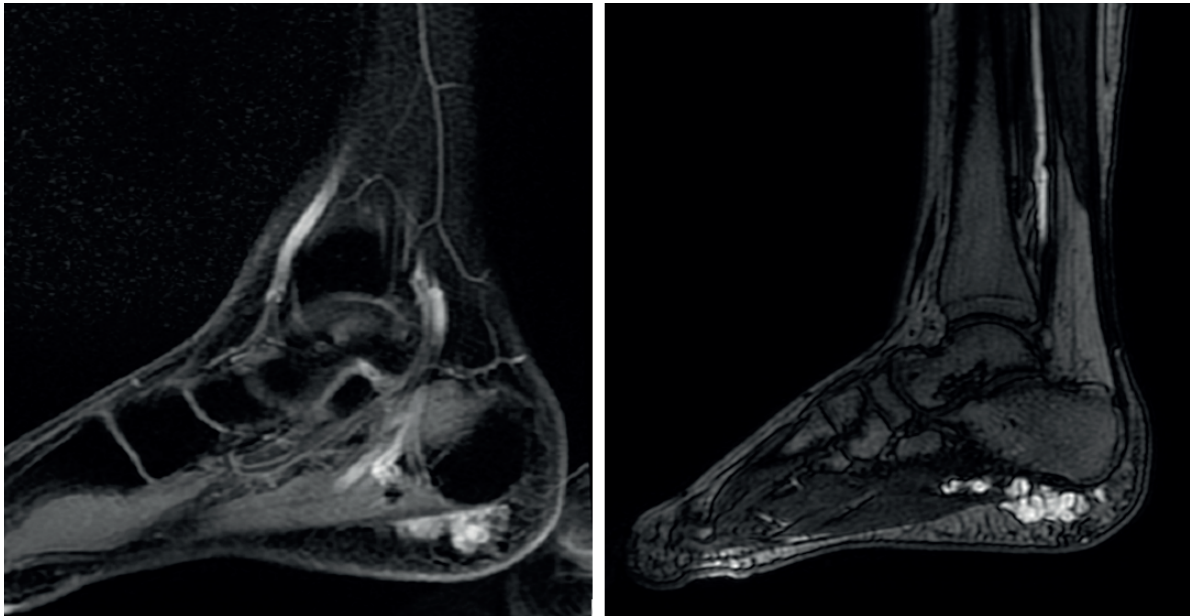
Angiorresonancia.
